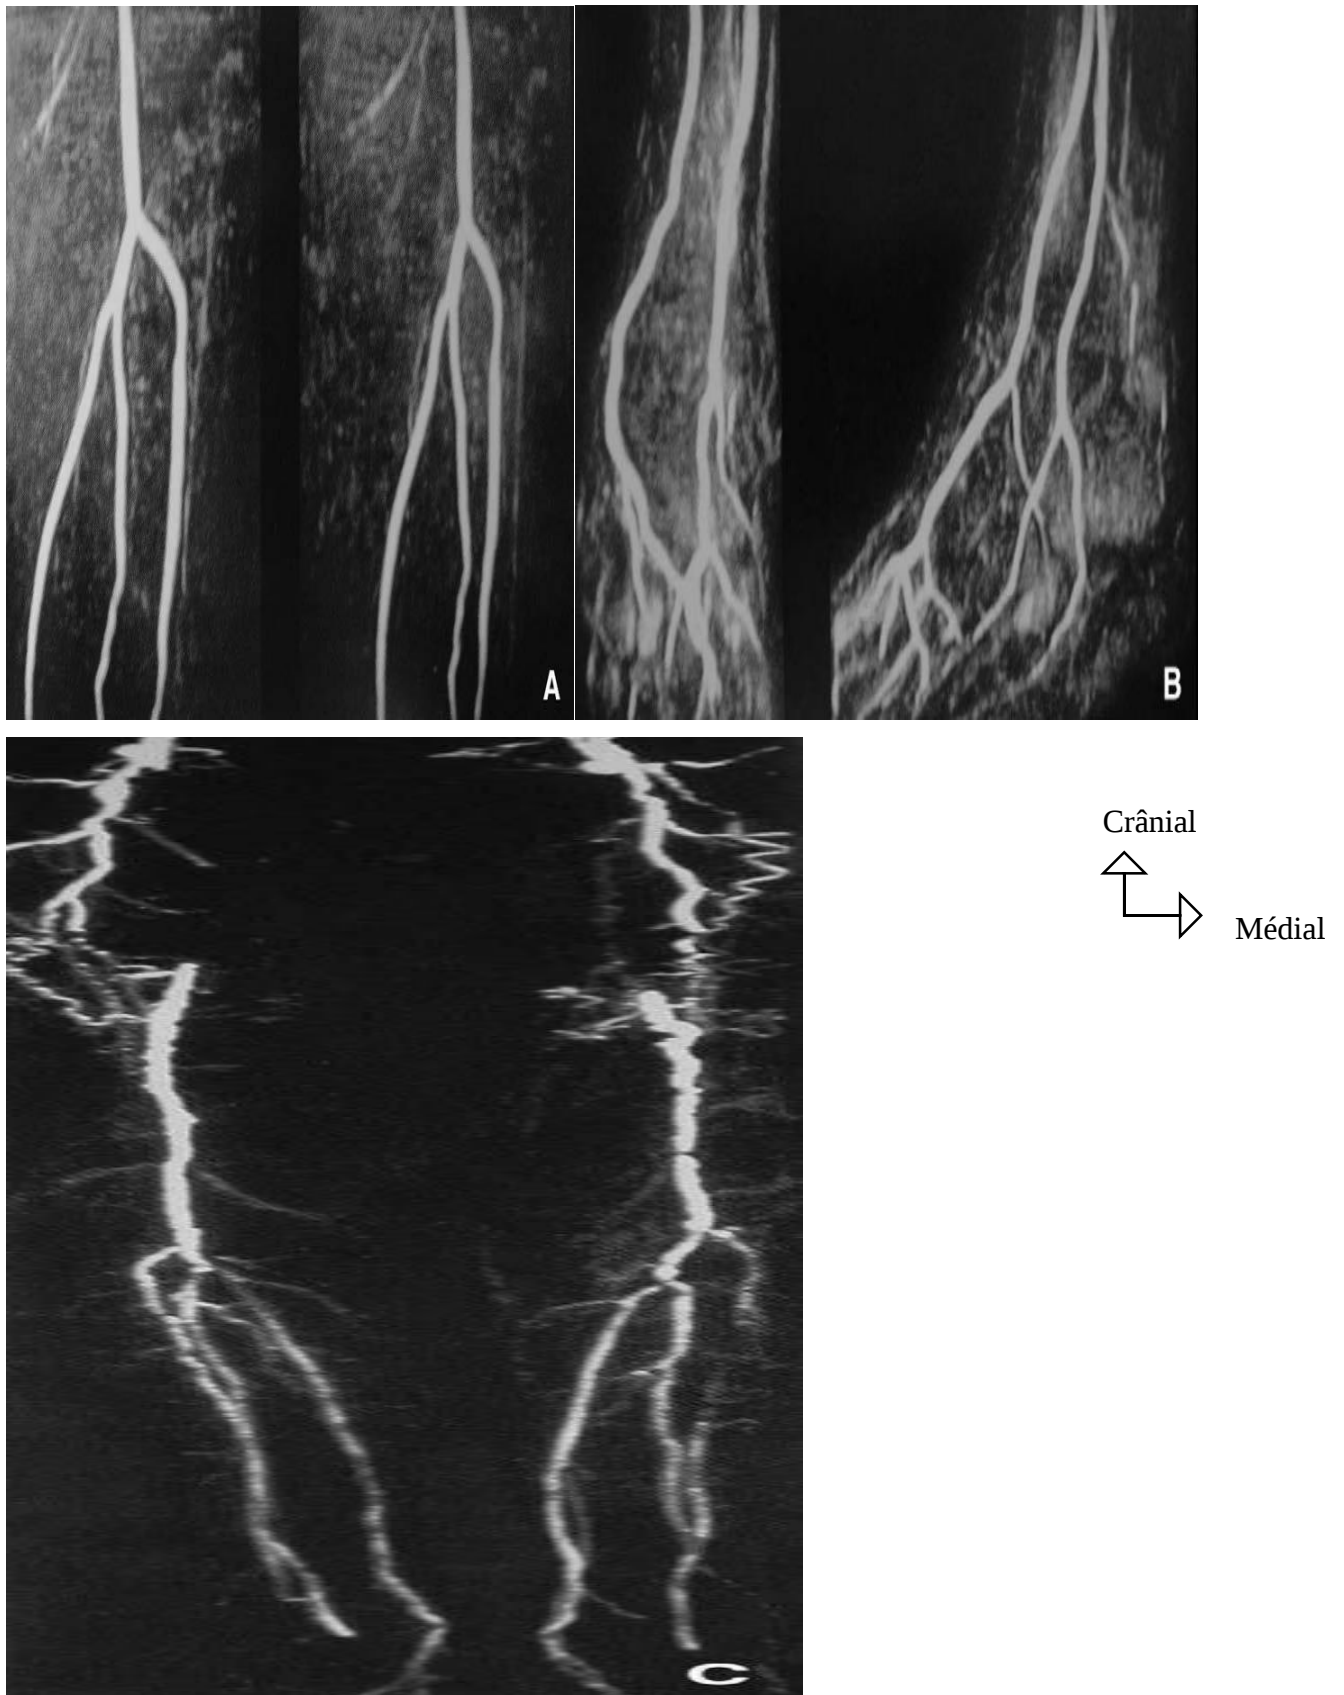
Angio-IRM visualisant l'intégrité de l'origine des axes jambiers (A), des artères du pied (B), et visualisant les axes fémoro-poplités et jambiers (C)[37].
